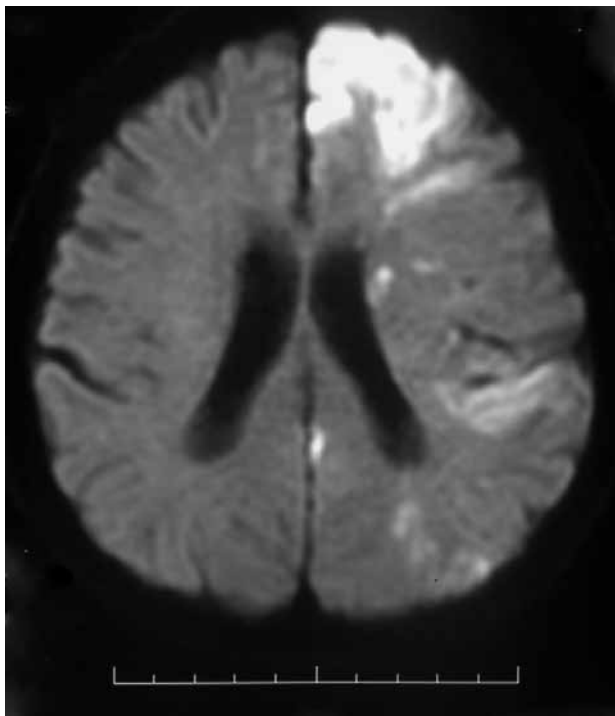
MRI diffusion-weighted image on day 7. Acute infarction is noted in the area in which CBV had been decreased, however, no definite infarction developed in the left middle cerebral artery area, which corresponds to the ischemic penumbra.
